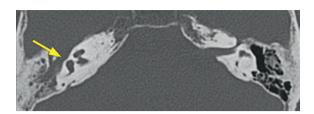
(А). КТ правой височной кости в аксиальной проекции Канал ЛН не прослеживается в тимпанальном сегменте (указано
